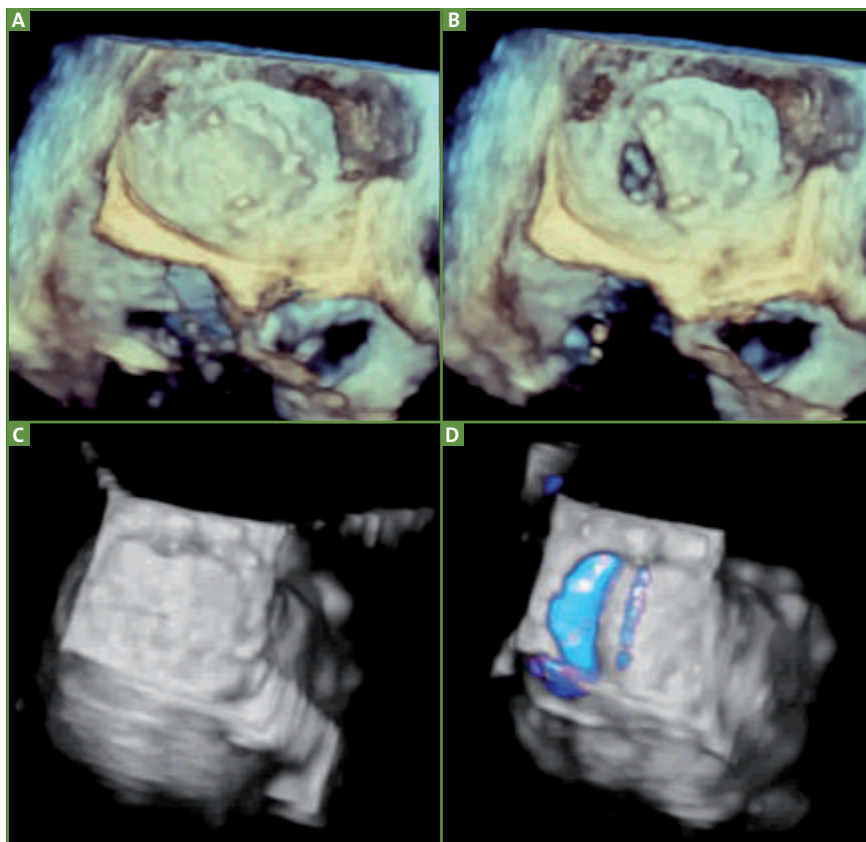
ETO 3D. Thrombose de prothèse mitrale mécanique avec immobilisation d'une des ailettes en position fermée, vue endoauriculaire (A, B). Le mode Doppler couleur 3D montre l'absence de régurgitation en systole (C) et le flux asymétrique en diastole (D).
